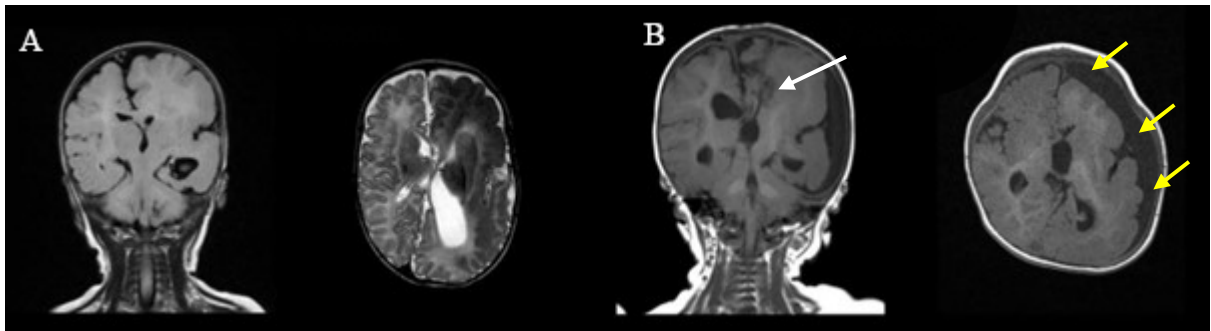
Томограммы ребенка с гемимегалэнцефалией
